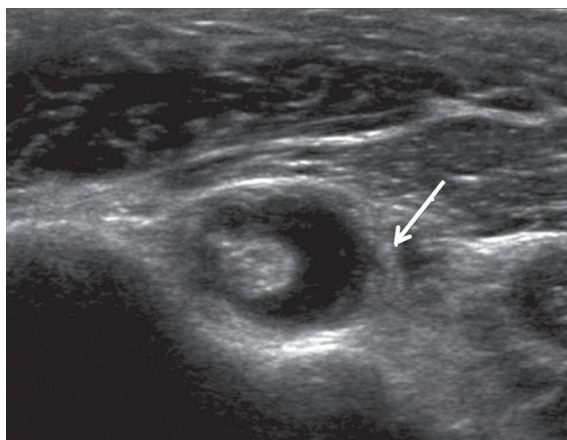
• Immagine ecografica assiale del tendine del capo lungo del bicipite brachiale con evidente distensione fluida della relativa guaina (freccia), per tenosinovite.
